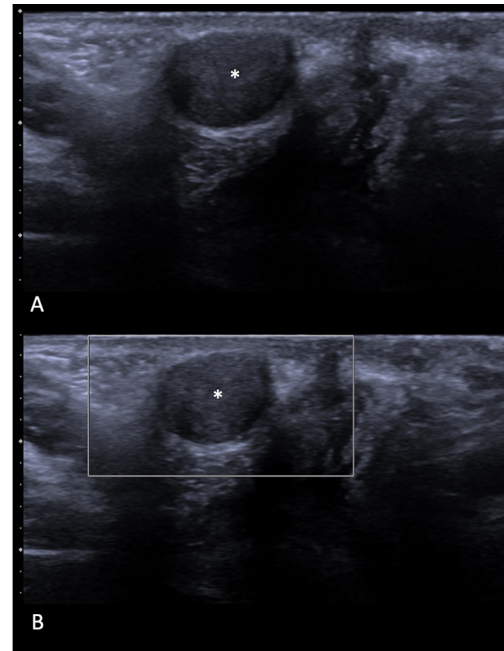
Ecografía del labio majus derecho que muestra la misma lesión que la Figura 1, en eje corto.
